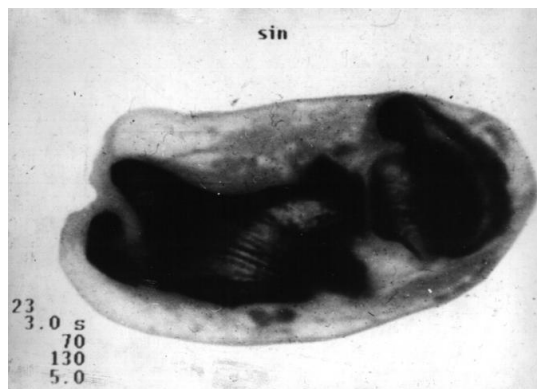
Компьютерная томография левой стопы больного Б. до лечения. Горизонтальная проекция. Скан № 23
